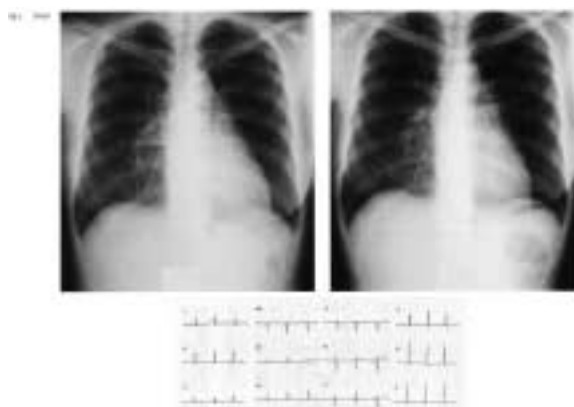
症例3の急性期(左)と回復期(右)の胸部X線とその心電図経過。CTR, BNPとも1ヵ月後改善し, 心電図 V3V4の陰性 T 波も正常化した。
